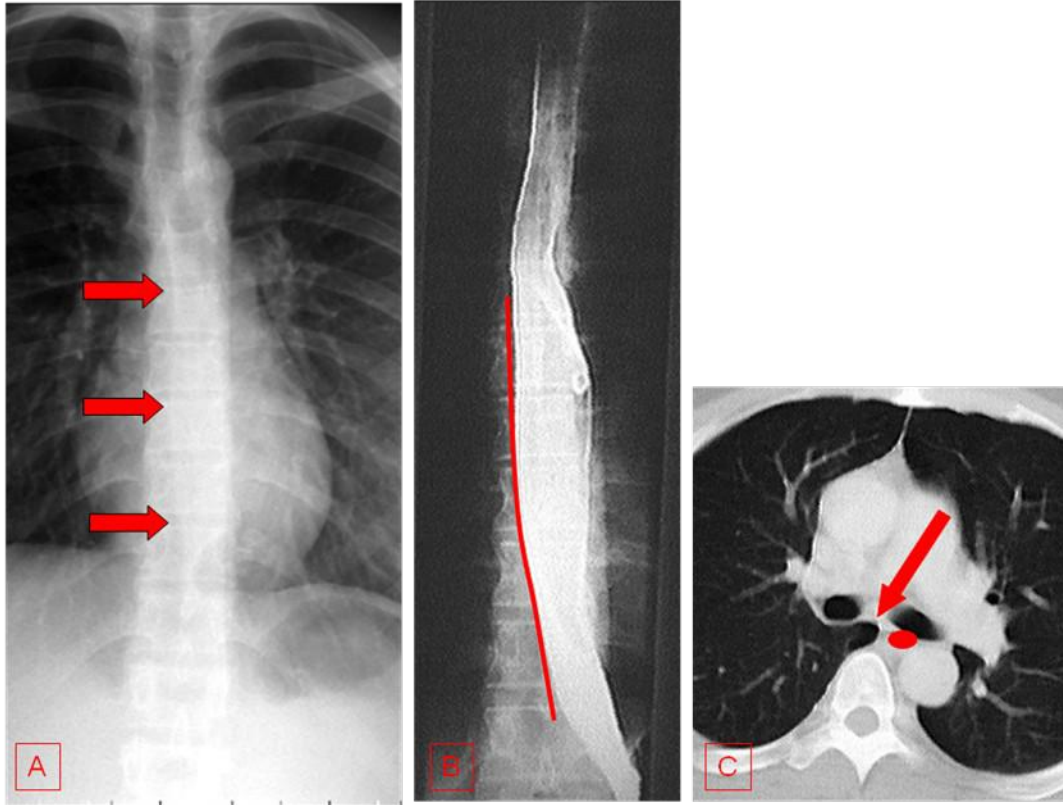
Abaixo da carina pode ser vista nas radiografias frontais (fig. 19A) uma interface entre o pulmão direito e o mediastino, posteriormente à sombra cardíaca (setas). Esta interface é denominada “recesso azigoesofágico”. Na fig. 19B pode-se ver o esôfago contrastado e a sua proximidade em relação ao pulmão direito (linha vermelha). O corte de TC axial (fig. 19C) também mostra a localização do esôfago (pequena imagem oval) e a relação deste com o pulmão direito abaixo da carina.
